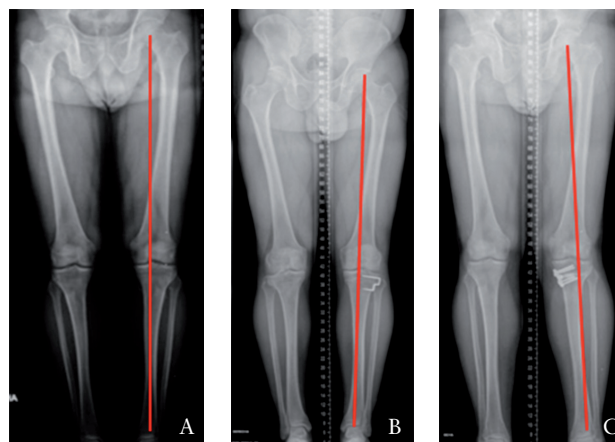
a) Telerradiografía de MMII. Corrección del eje mecánico en la osteotomía b) de cierre tibial y c) de apertura.
